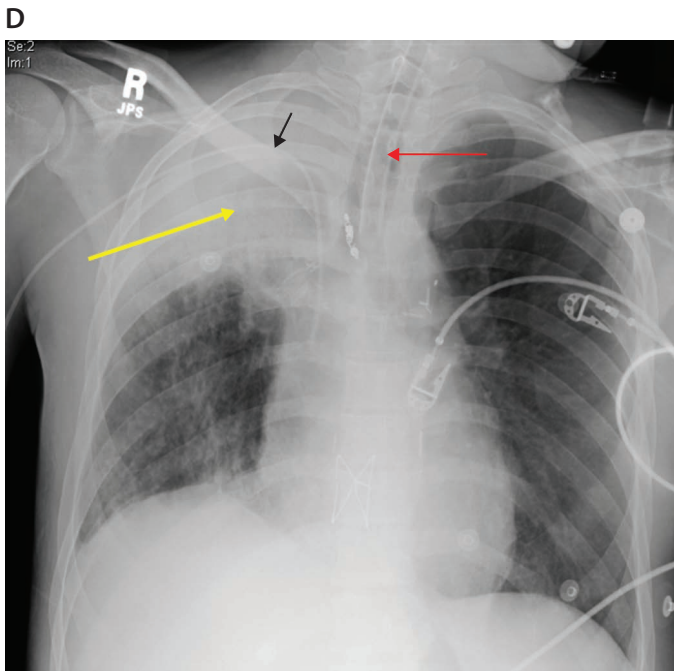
7 Radiografie toracică (RT) ce arată colapsul lobului superior drept (săgeata galbenă). Se observă pierderea de volum indicată de ascensiunea hemidiafragmei drepte, precum și de deplasarea mediastinală spre dreapta. De asemenea pe film apar o sondă endotraheală (săgeata roșie) și un cateter venos central (săgeata neagră).
